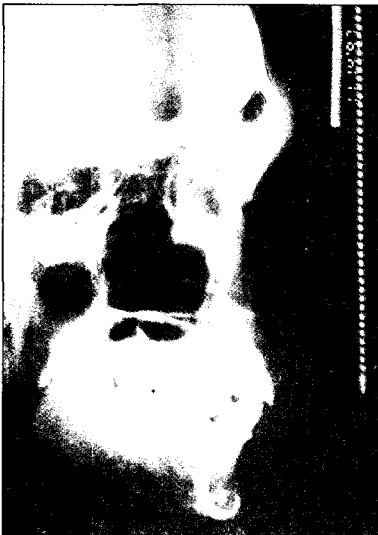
Lateral cephalometric radiograph after attaching lead foils on the measuring points
